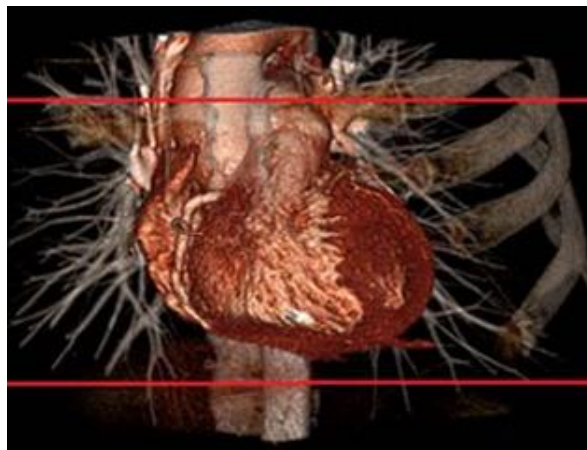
3D Rekonstruktion (von ventral) eines Herzens und dessen Koronararterien mittels 320-Zeilen Computertomographie. Die gesamte Detektorbreite von 16 cm in z-Achsenausdehnung ist abgebildet. Abschnitte des Aortenbogens und der Aorta descendens kommen zur Darstellung. Die roten Linien begrenzen den diagnostisch benötigten Scanbereich (durch CACS berechnet) und zeigen somit das Potential der Reduktion des Scanbereiches
